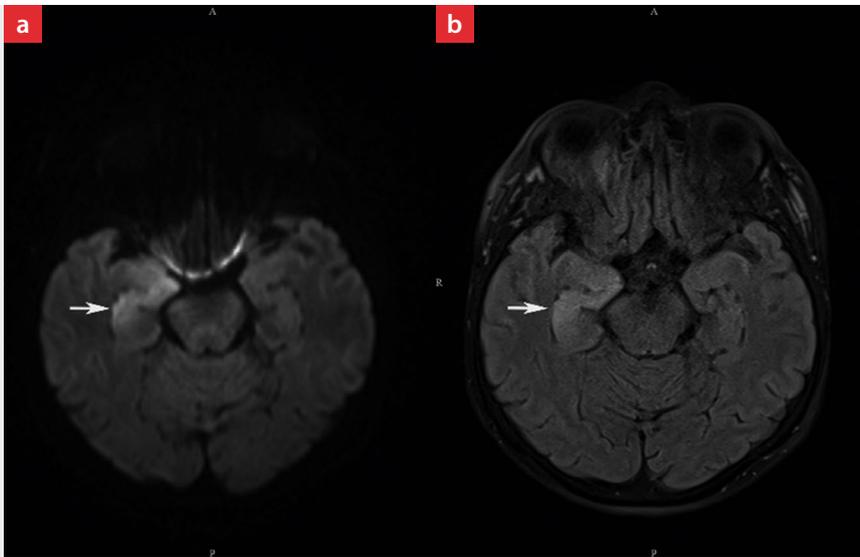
Auszüge aus der MRT vom dritten Tag nach Krankenhauseinweisung August 2021. a: Diffusion transversal. b: FLAIR transversal. Die Pfeile zeigen auf eine Diffusionsstörung und Ödemzone im rechten medialen Temporallappen.
